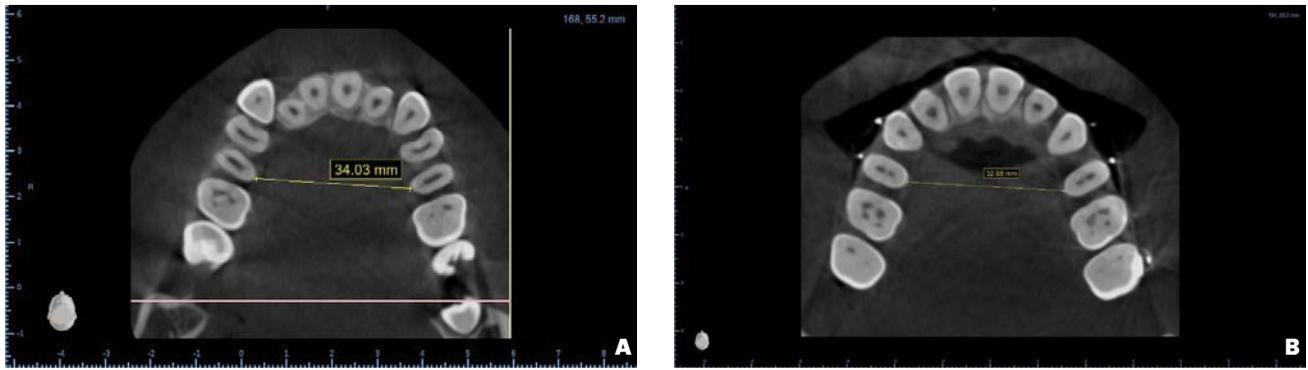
Tomografía CONE BEAM. Evaluación en corte axial (A) pre y (B) postratamiento de alineación.
